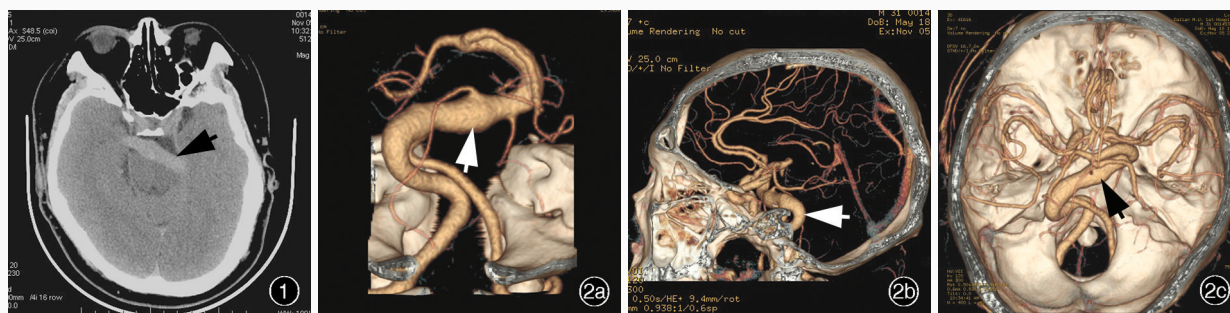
头部 CT 检查可见脑桥前方之粗大血管(箭头所示) 图 2 头部 CTA 检查所见 2a 冠状位三维重建显示,左侧椎动脉、基底动脉呈“Z”形扩张(箭头所示) 2b 矢状位三维重建显示,左侧椎动脉、基底动脉呈“Z”形扩张(箭头所示) 2c 横断面三维重建显示,左侧椎动脉、基底动脉呈“Z”形扩张(箭头所示)
